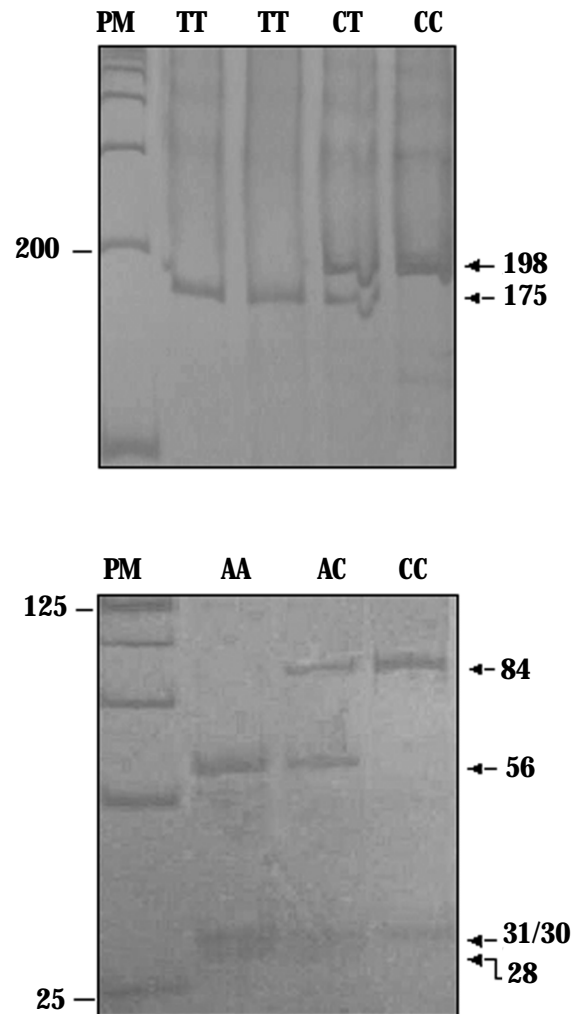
A) Gel de poliacrilamida 8% mostrando os três diferentes genótipos da MTHFR mutação C677T. TT homocigoto mutado; CT heterocigoto mutado; CC homocigoto não mutado. A banda de 175 pb ocorre quando há pelo menos um alelo mutado em decorrência da inserção de um sítio ativo para *Hinf*I dentro do éxon 4 do gene. B) Gel de poliacrilamida 15% mostrando os genótipos da MTHFR mutação A1298C. A mutação abole um dos sítios de restrição da *Mbo* II presentes no éxon 7 do gene. Como consequência, no alelo selvagem a banda de 85 pb é clivada nos fragmentos de 56 e 28 pb. AA homocigoto não mutado; AC heterocigoto mutado; CC homocigoto mutado. Coloração pela prata.
